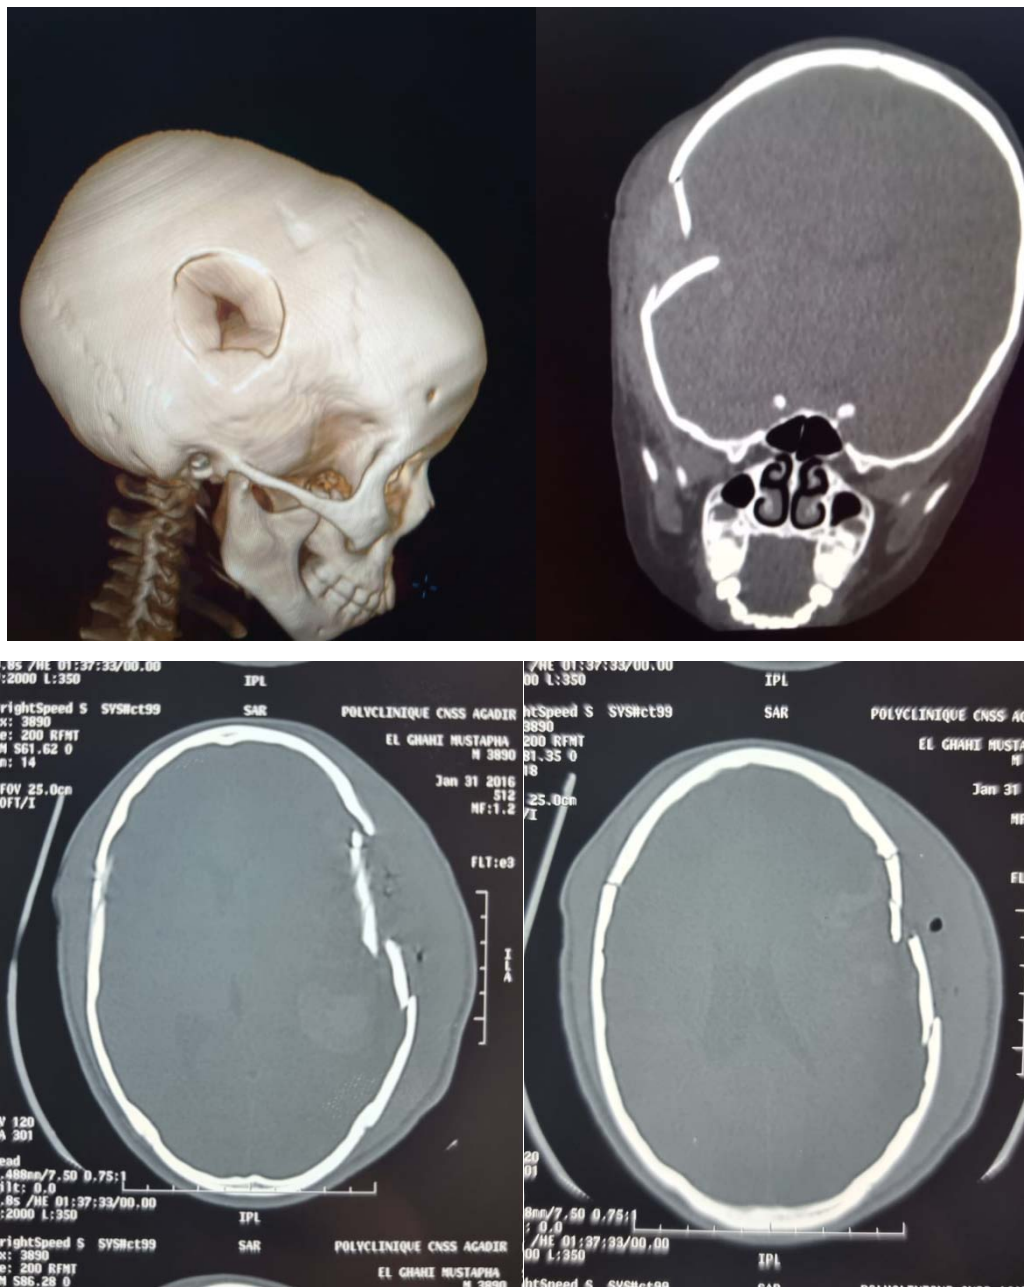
TDM cérébrale fenêtre osseuse
